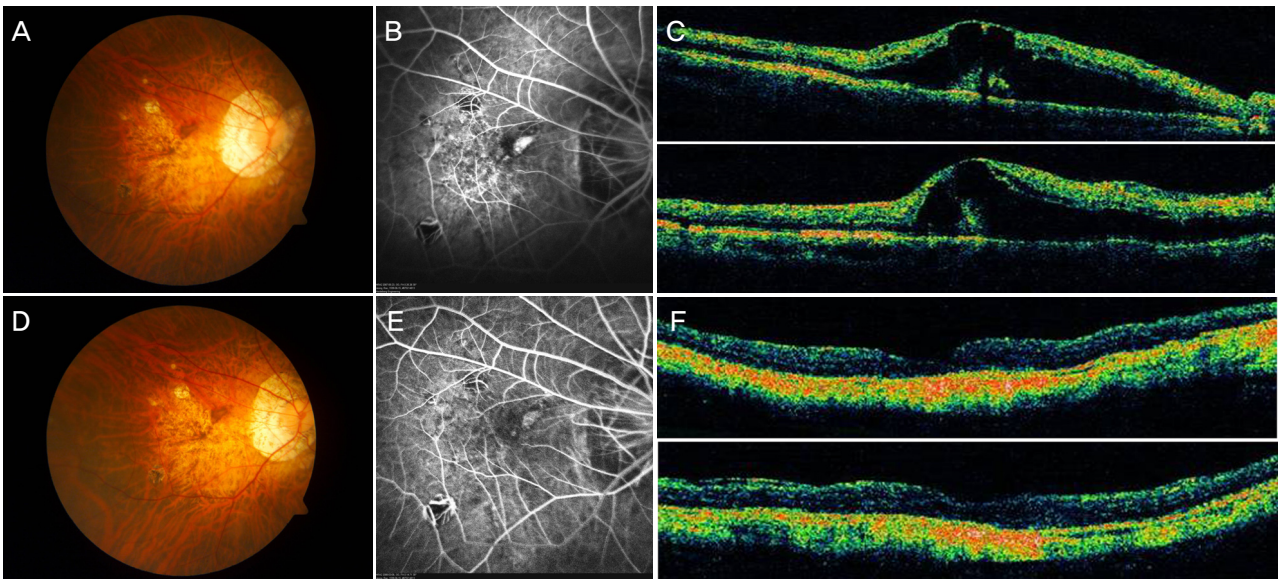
Bevacizumab was injected intravitreally two times at an interval of two months for myopic choroidal neovascularization (CNV) in the right eye of a 69-year-old woman. CNV is evident in a color photograph (A), fluorescein angiography (B) and optical coherent tomography (C). Visual acuity improved from 0.02 before injection to 0.1 at 6 months after the second injection, as well as findings in the various examinations (D, E, F).
